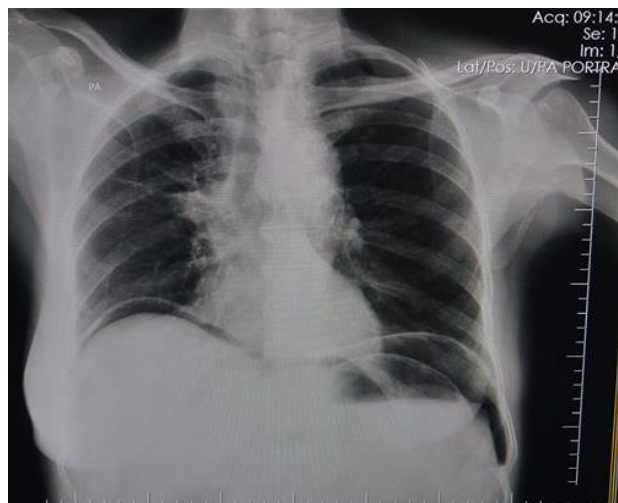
Radiografia de tórax realizado na admissão evidenciando a presença do pneumoperitônio.
